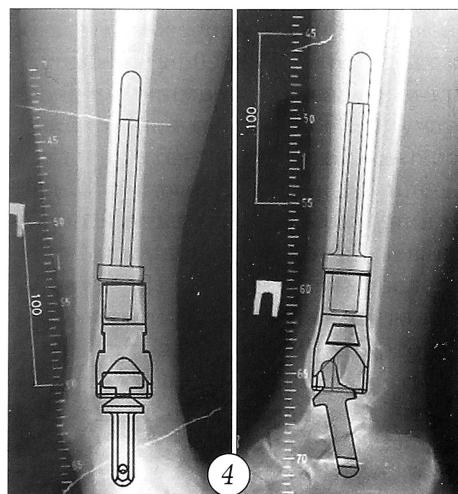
Рентгенограммы дистального отдела левой большеберцовой кости с предоперационной планировкой.
